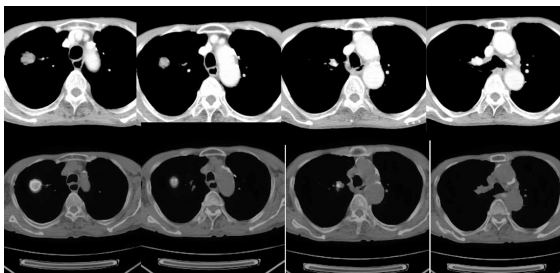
肺癌症例の治療前造影 CT 像（上段）と PET-CT 像（下段）：原発巣の範囲は造影 CT にても把握可能であったが、右肺門部のリンパ節転移は把握困難であった。PET-CT には右肺門部のリンパ節転移も把握が可能であった。
